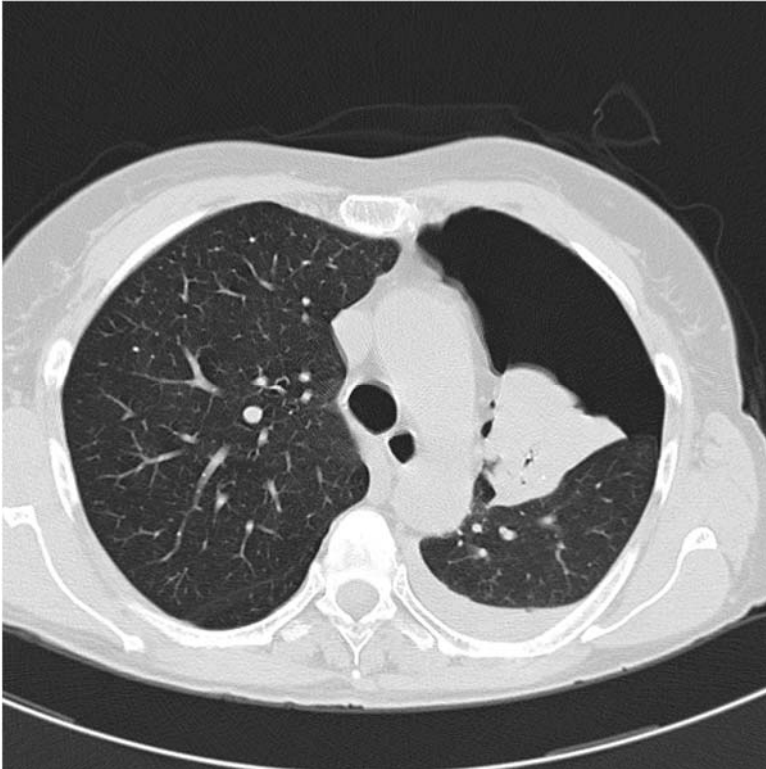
Scansione TC torace che mostra lo pneumotorace sinistro, l'atelectasia completa del lobo polmonare superiore e la falda di versamento pleurico omolaterale
